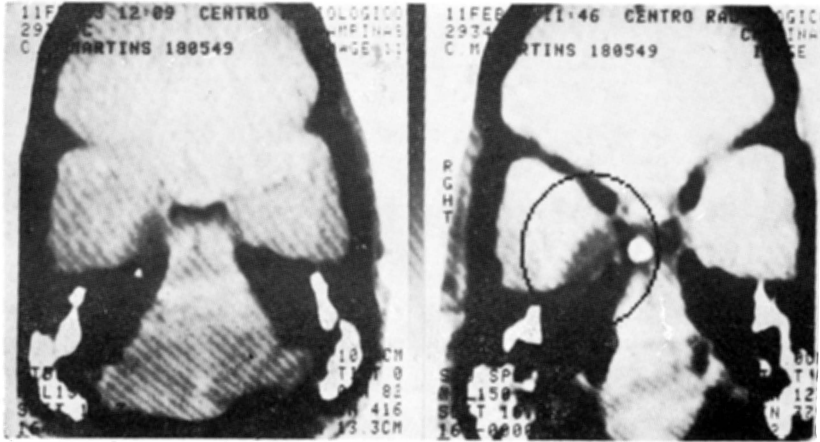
1 Caso CMM: tomografia computadorizada do crânio.
